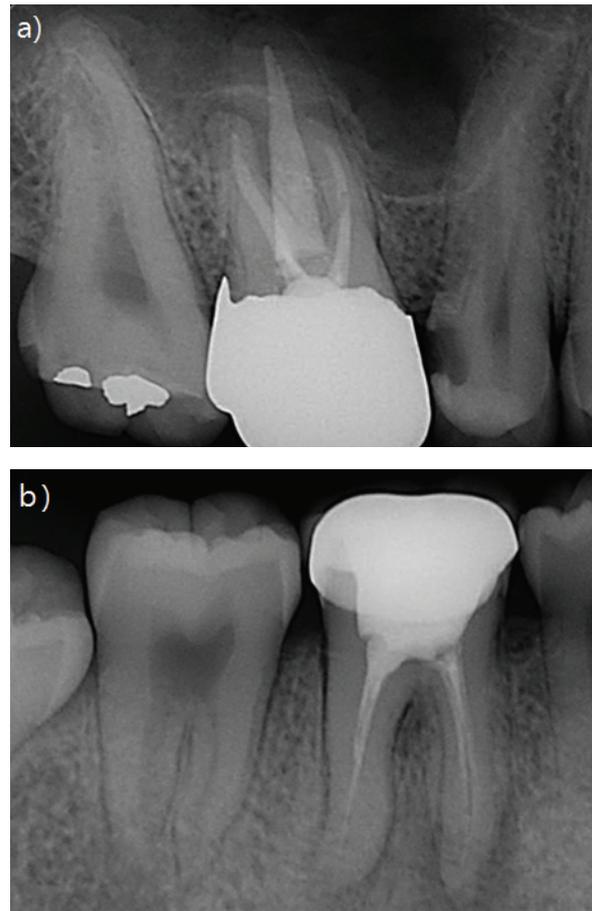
Examples of radiographic assessment for quality of root canal filling. a) Adequate root canal filling, b) Inadequate root canal filling
